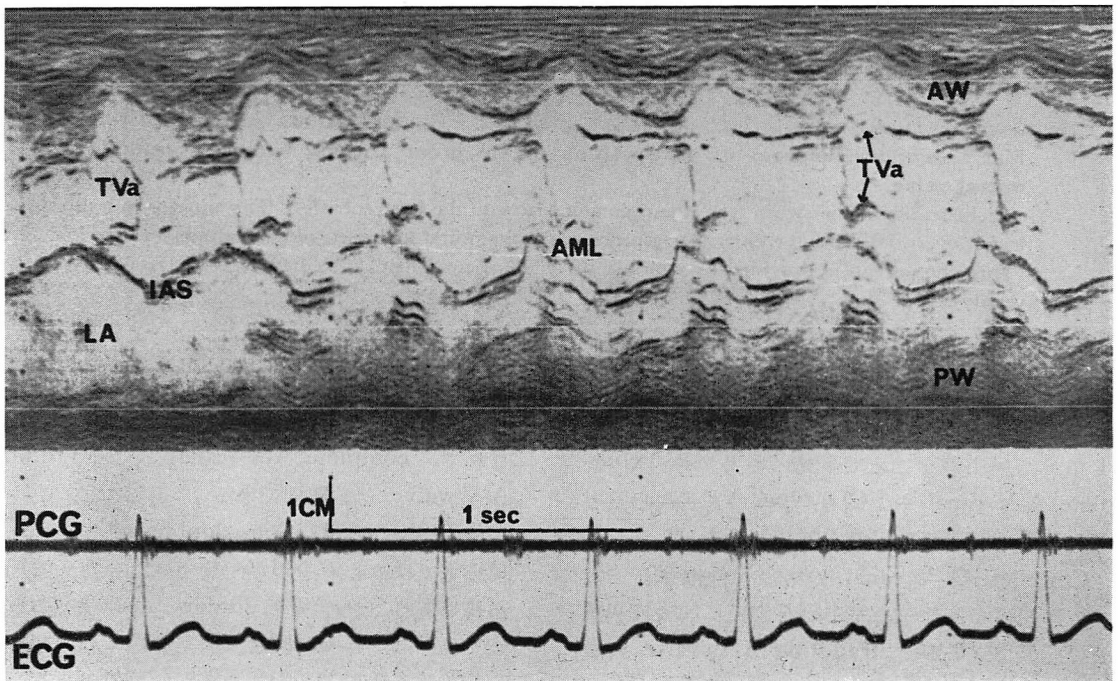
Echocardiogram of double-inlet left ventricle.
